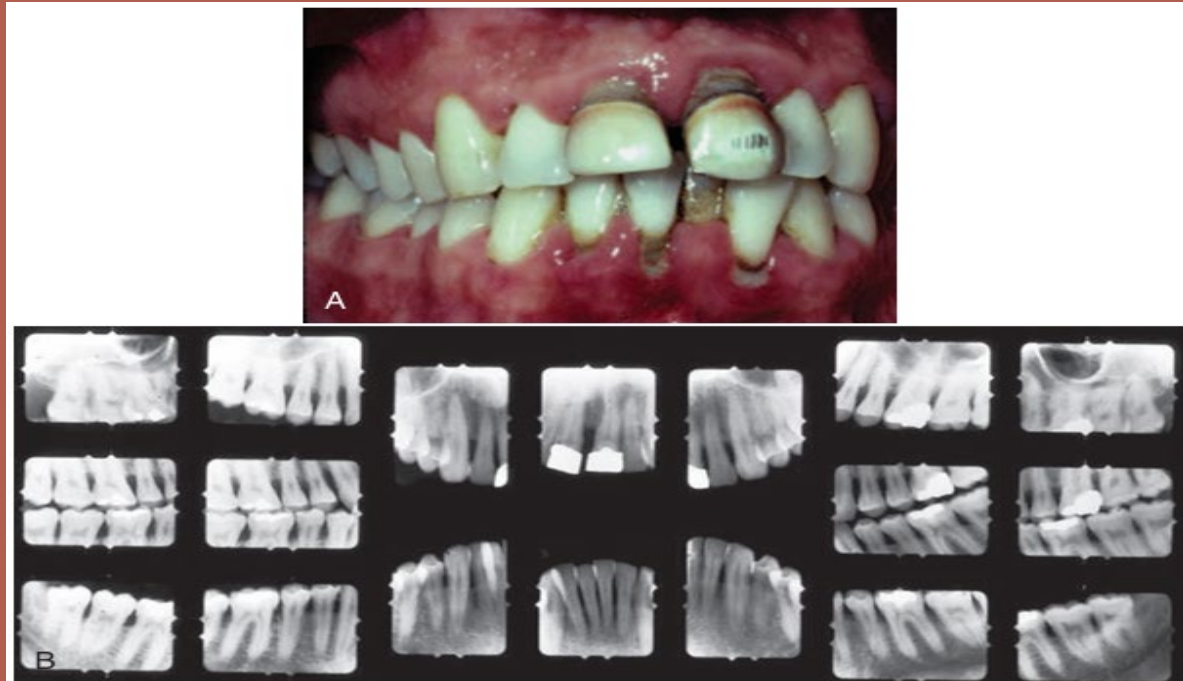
(A) Clinical image of plaque-related aggressive moderate periodontitis with 1- to 7-mm PD and 3- to 4-mm clinical attachment loss in a 31-year-old male. (B) Radiographic images of the patient.
